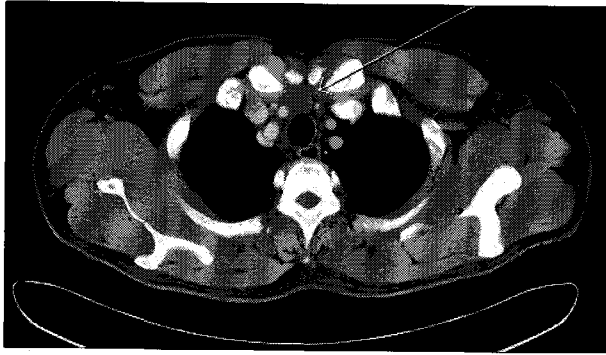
A CT scan showing 17.2mm sized round nodular lesion at the highest mediastinum above the left brachiocephalic vein.
